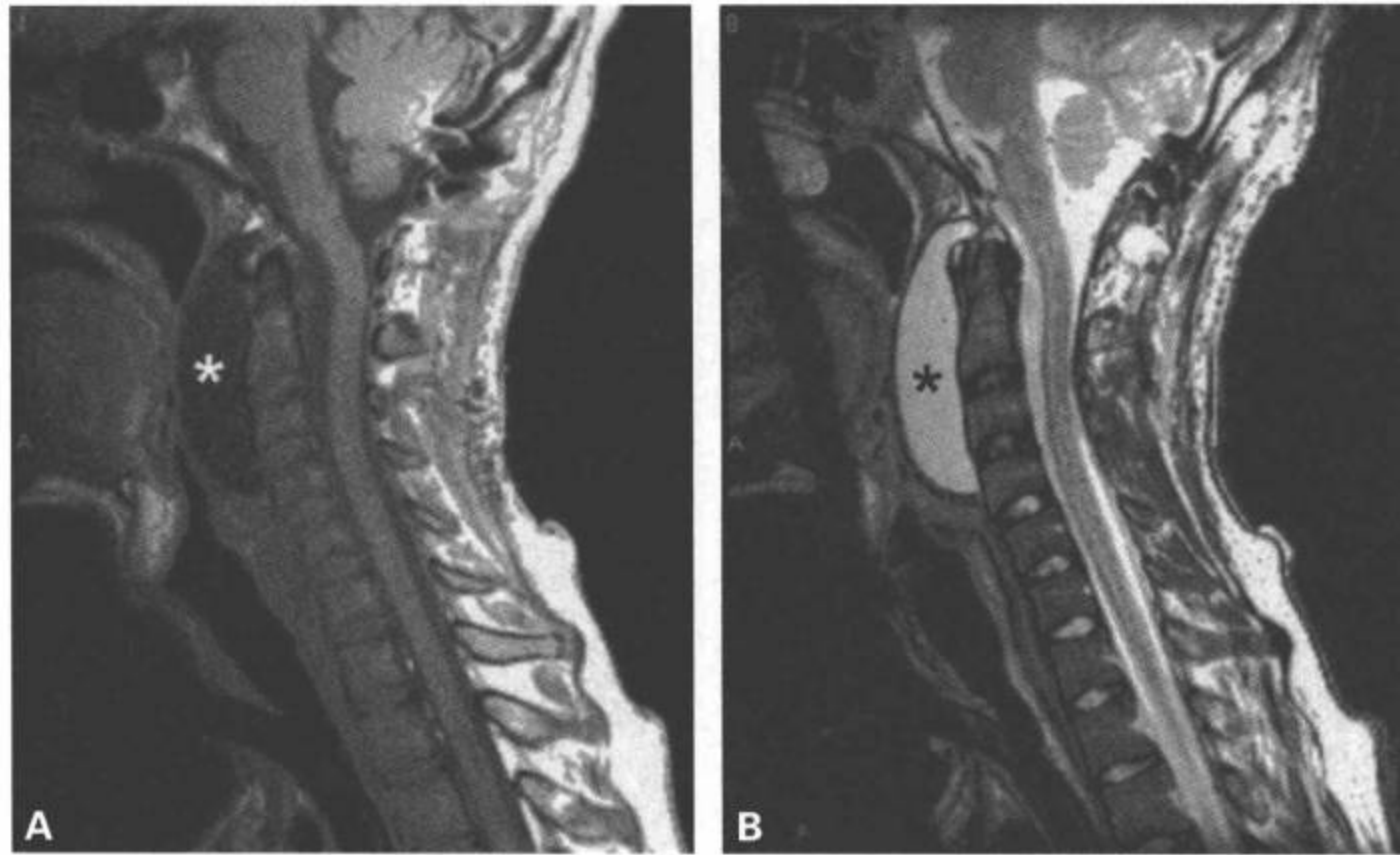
前部假性脊膜膨出。青年男性，发生寰枕移位，接受枕骨 C2 融合手术。病人在术后两个月出现吞咽困难，症状逐渐加重。随诊的颈部 MRI T1 加权 (A) 和 T2 加权 (B) 矢状面图像显示前部巨大的假性脊膜膨出 (A、B 中星)。病人用腰部引流成功治愈。
